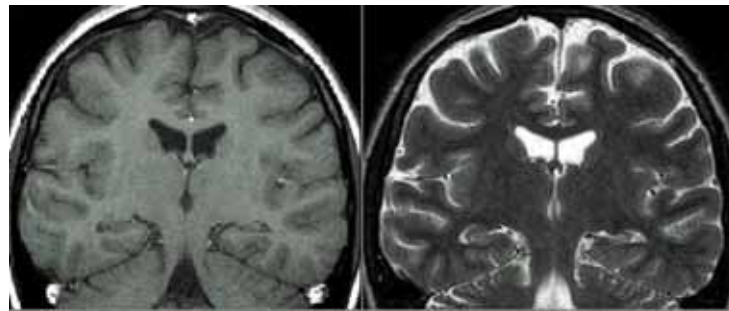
Vista coronal de una imagen de RM cerebral. Imagen potenciada en T1 (izquierda) y potenciada en T2 (derecha).
